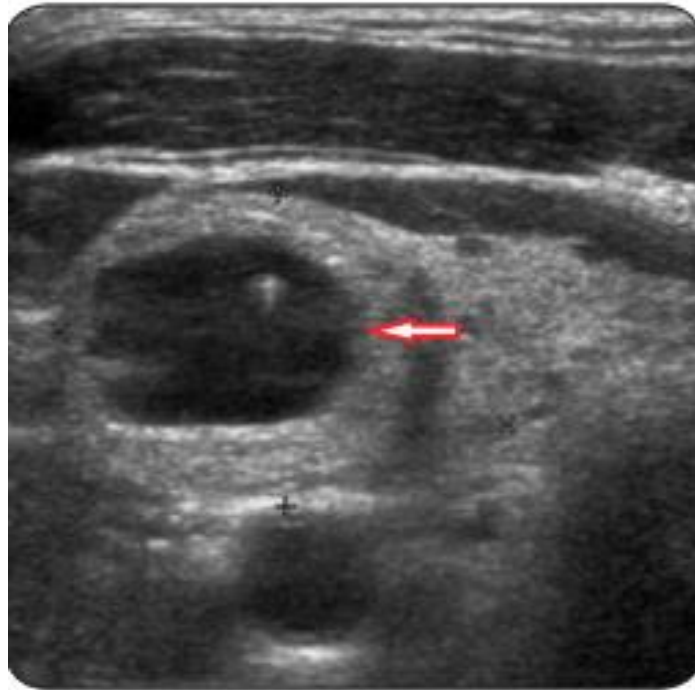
Image de l'échographie avant ponction avec une flèche indiquant l'abcès (8).
